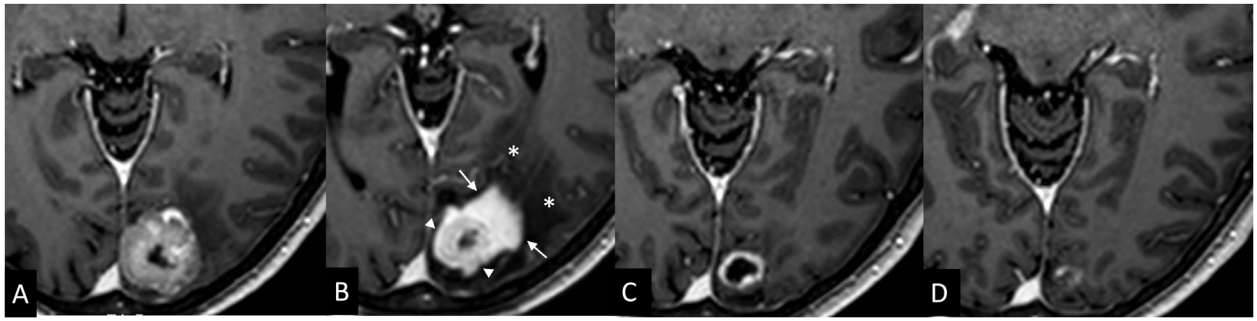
Pseudoprogresión. Paciente con cáncer de ovario con una metástasis cerebral tratada con radiocirugía. Las imágenes transversales 3DT1 con contraste pretratamiento (A), a los 3 (B), a los 6 (C) y a los 9 meses (D) muestran un crecimiento transitorio, pues la lesión responde progresivamente a los 6 y a los 9 meses. En la imagen a los 3 meses (B) se evidencia el signo de la «nube inflamatoria» en forma de un realce intenso periférico (flechas) rodeando el tejido tumoral (cabeza de flecha) con extenso edema vasogénico asociado (*). Nótese como este tejido tumoral tiene un realce menos intenso que la «nube» (flechas) y como ha disminuido de tamaño respecto al previo, aunque el volumen global del tejido captante sea mayor en la resonancia de los 3 meses. La RM realizada 4 años más tarde (no mostrada) no manifiesta recidiva en esta zona.
